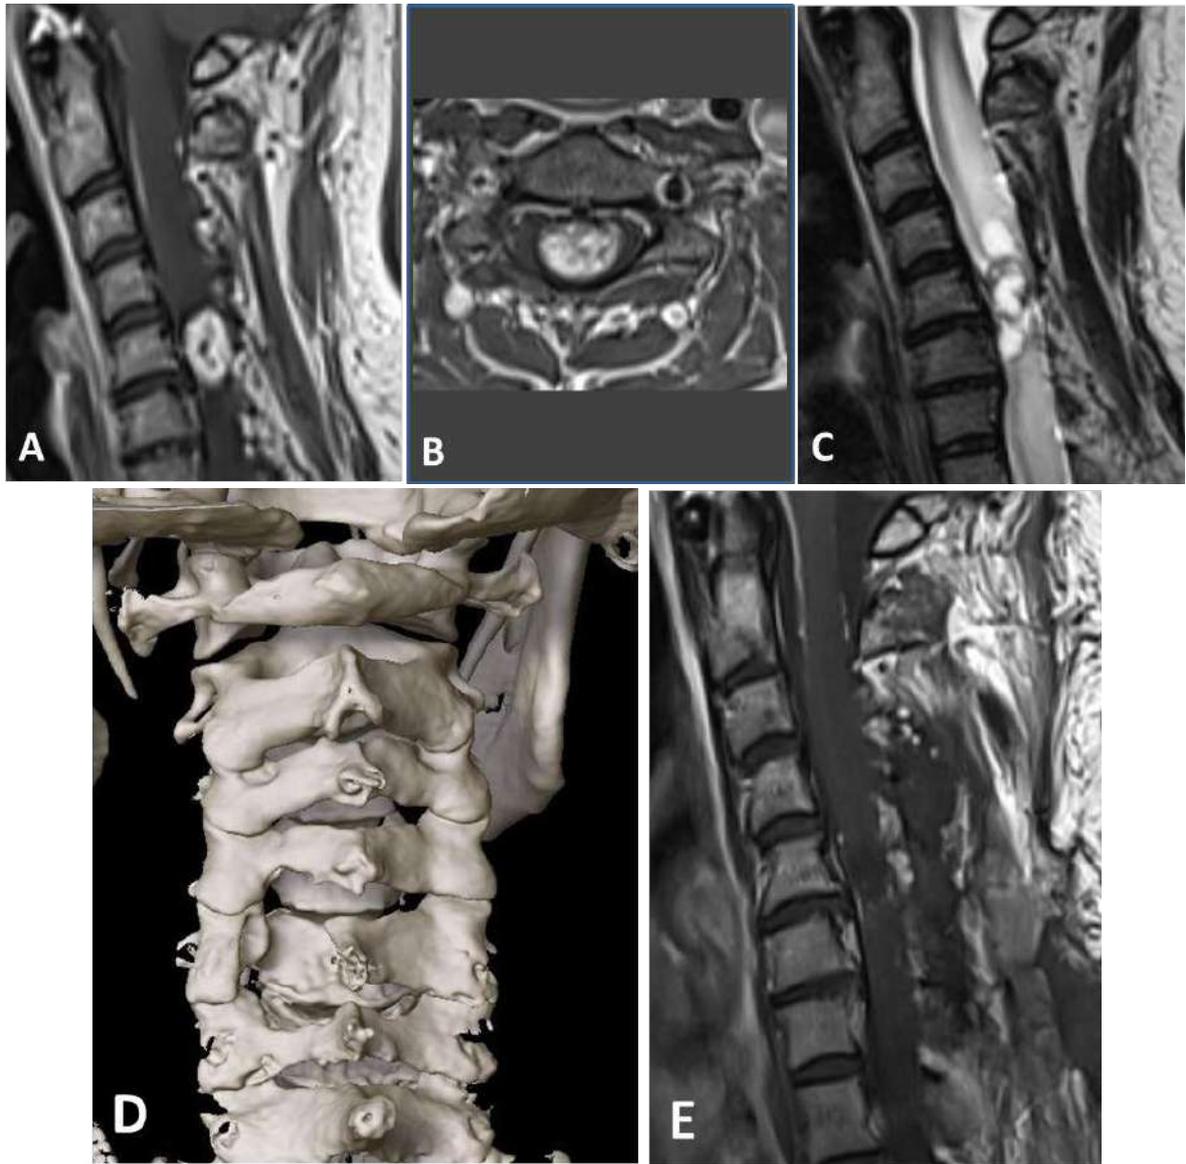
Hemangioblastoma. Paciente do sexo feminino, 48 anos, síndrome de VHL diagnosticada após ressecção de um hemangioblastoma cerebelar 10 anos antes. Detecção de crescimento tumoral a nível C5 na RM de controle. Paciente com leve ataxia, mas sem déficit sensitivo-motor ou vegetativo. A. RM T1+ sagittal; B. RM T1+ axial: lesão intramedular com captação não-homogênea de contraste, com tamanho cranio-caudal de 17mm, ocupando quase que toda a secção medular transversal; C. RM T2 sagital: presença de edema medular com extensão até vários níveis cranialmente e caudalmente assim como presença de cistos adjacentes ao tumor (em nível C4 e C6); além disso, observa-se área hipointensa ao redor da massa tumoral, compatível com depósito de hemossiderina; D. reconstrução 3D de TC pós-operatória: acesso feito via hemilaminectomia C5 esquerda com hemilaminectomia parcial C4 e C6; e E. RM T1+ sagital pós-operatória: lesão completamente ressecada. Histopatologia: hemangioblastoma, grau 1.
